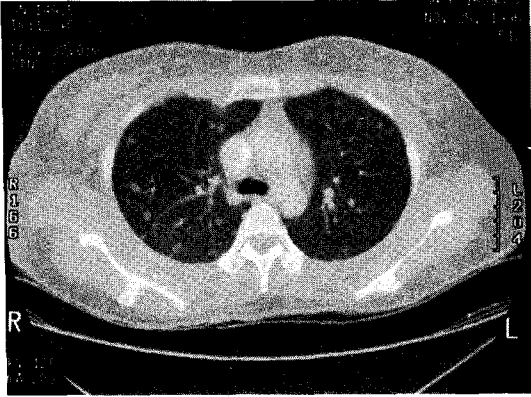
The CT scan of the chest showing the presence of numerous small, well-defined pulmonary nodules.
